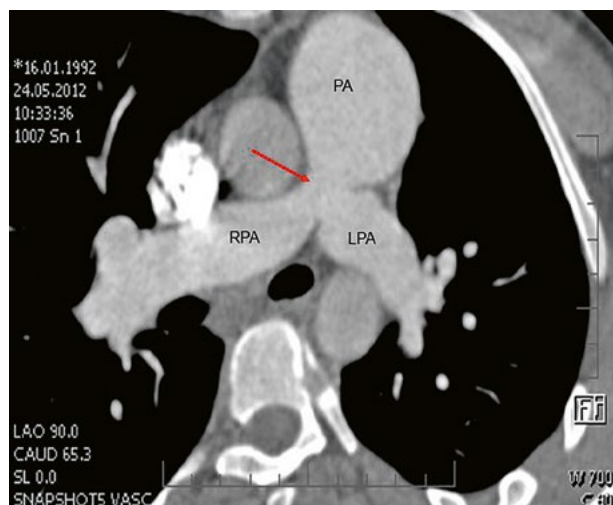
CT angiografie, 8mm stenóza a deformace levé větve plicnice (šipka) po spojkové operaci podle Blalocka-Taussigové v dětství
